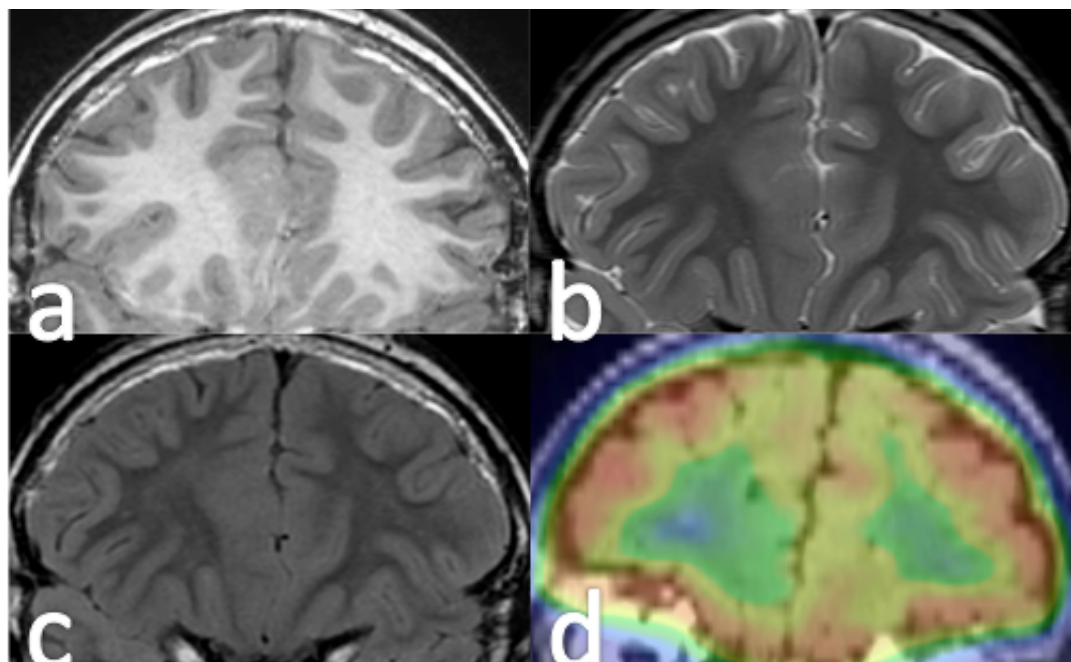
Coincidencia del hipometabolismo con la alteración estructural en un caso de DCF tipo I con ENGR. Puede observarse ENGR isointenso frontal derecho medial en la secuencia T1 (a), T2 (b) y FLAIR (c). La misma zona es coincidente con hipometabolismo en la fusión PET-RM (d).
